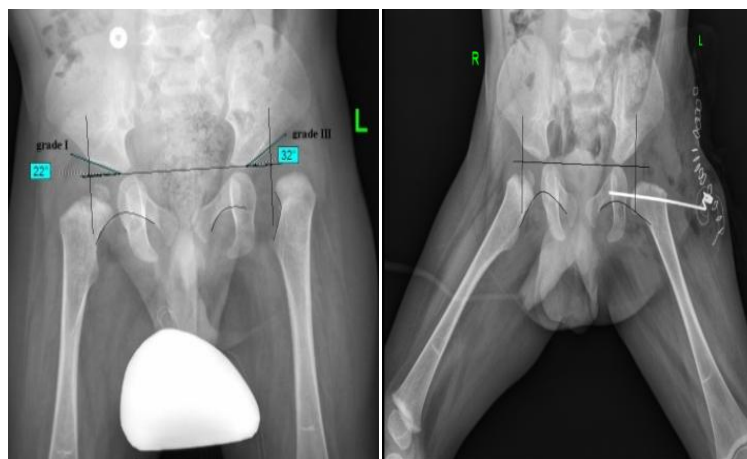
Результаты рентгенографии ТБС в прямой проекции пациентки В., 10 месяцев (и/б №17/0436), диагноз амиоплазия, двусторонний вывих бедра, отводящие контрактуры ТБС: А – до лечения; Б – после ОВБ
